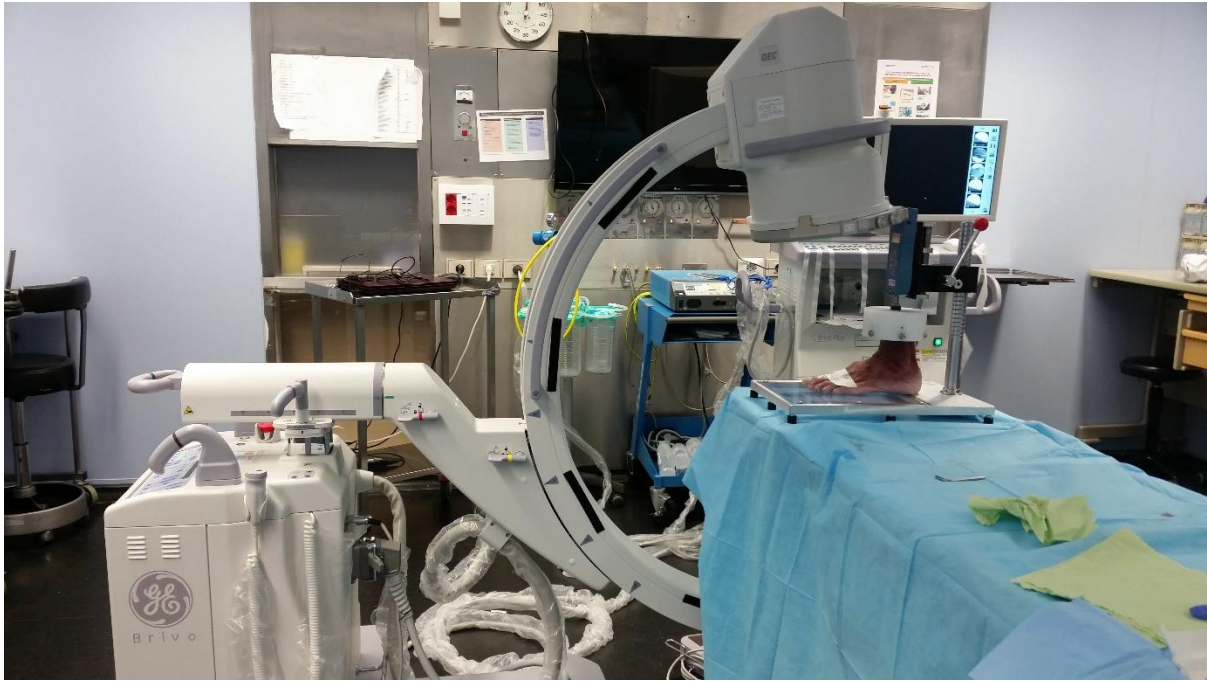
Col·locació de l'arc de fluoroscòpia per a la realització de la radiografia anteroposterior post quirúrgica i postcàrrega de 60 kg. Autor: Font pròpia.
